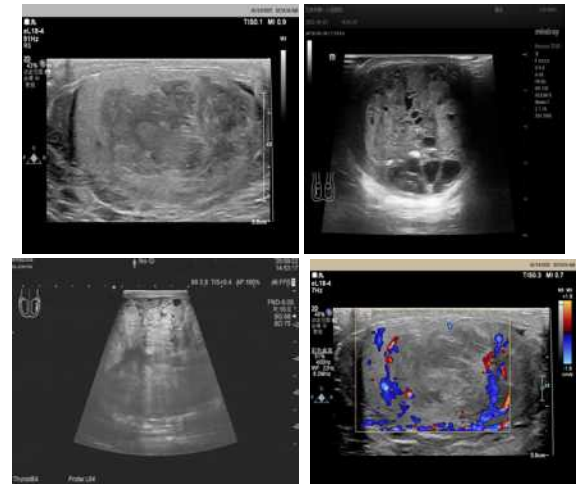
图 A 患者男, 42 岁, 经超声检查, 其声像图显示睾丸内部探及一个低回声团块, 团块边界模糊, 形态不规则, 内部回声不均匀, 表现为互相融合。图 B 患者男, 36 岁, 超声声像图呈现: 右侧睾丸内部呈现一混合回声团, 其边界模糊不清, 形态不规则, 几乎把整个睾丸占据, 此团块内部回声并不均匀, 以低回声为主要表现, 同时还存在蜂窝状以及小片状的无回声区域, 并且能够观察到斑片状的钙化灶。图 C 患者男, 17 岁, 在超声声像图呈现的画面中, 左侧睾丸内部可见一混合回声团块, 该团块的边界并不清晰, 其形态较为规整, 从大小上看, 几乎将整个睾丸占据, 病灶内部的回声呈现出不均匀的特点, 主要以低回声为主, 并且还存在着散在分布的、呈小片状且形态不规则的无回声区域。图 D 患者男, 42 岁, 于超声声像图中, 睾丸内部存在一处低回声病灶, 该病灶的边界并不清晰, 形态也不规则, 近乎占据了整个睾丸, 病灶内部的回声并不均匀, 在其内部能够观察到点线状的血流信号, 而且在病灶周边部分, 亦能看到呈环绕状分布的血流信号。
